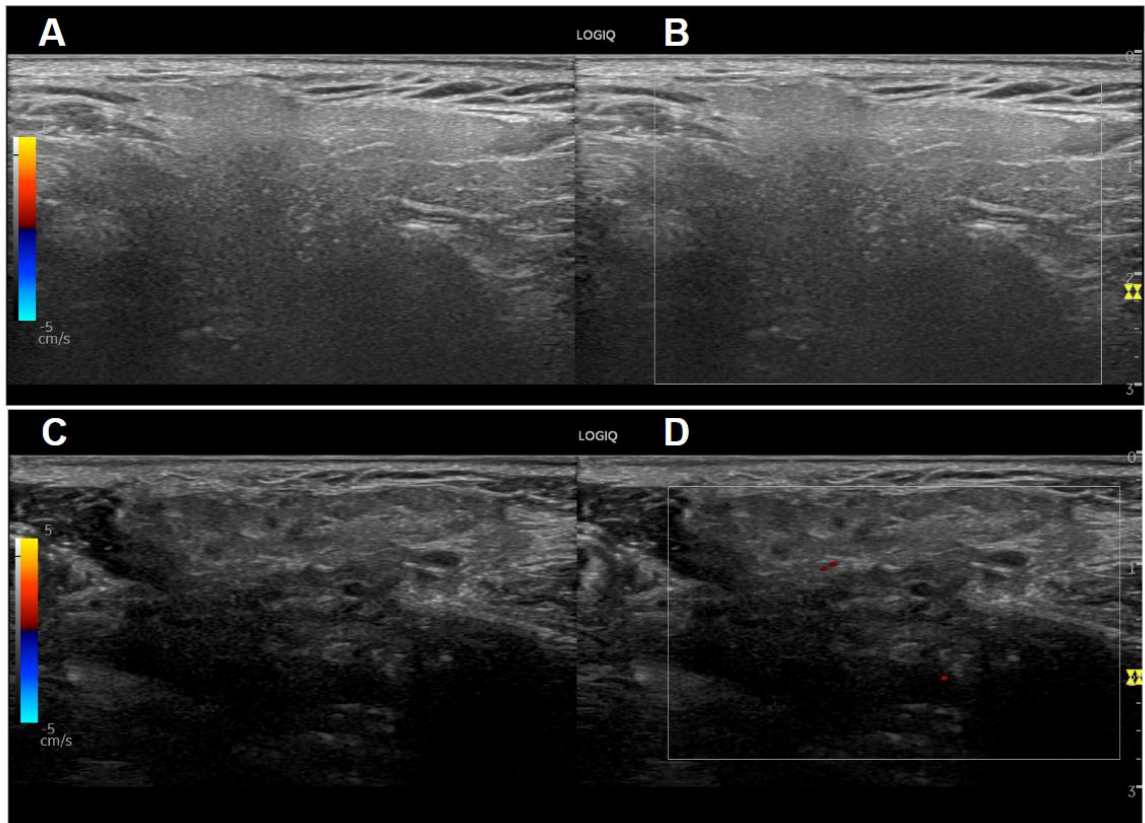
Representative B-mode and color Doppler images of the parotid gland for non-SjD sicca and SjD patients. (A) B-mode OMERACT 1 in non-SjD sicca patient. (B) Color Doppler OMERACT 0 in non-SjD sicca patient. (C) B-mode OMERACT 3 in SjD patient. (D) Color Doppler OMERACT 1 in SjD patient.
